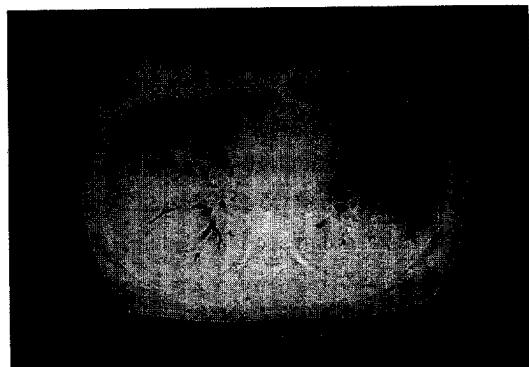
HRCT scan at one day after admission showed considerable airspace consolidations in both lower lobes with air bronchograms.
